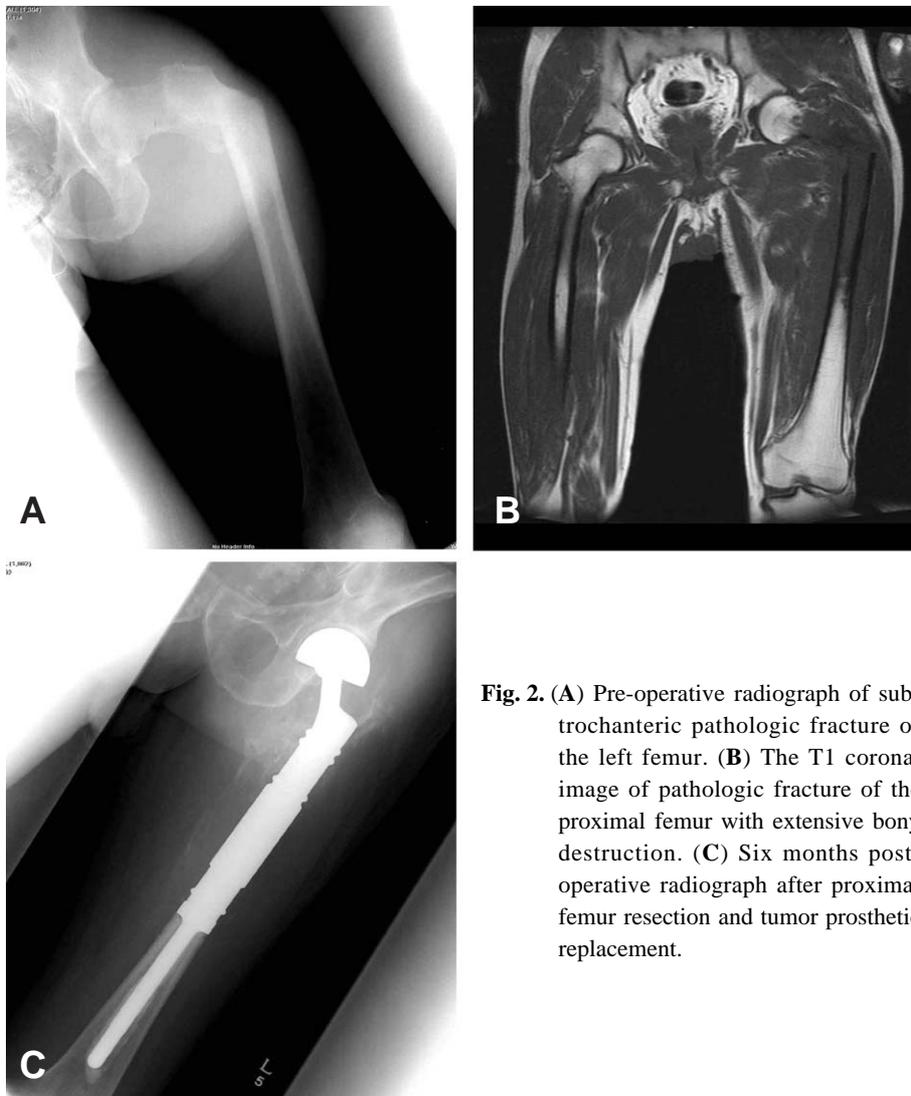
(A) Pre-operative radiograph of subtrochanteric pathologic fracture of the left femur. (B) The T1 coronal image of pathologic fracture of the proximal femur with extensive bony destruction. (C) Six months post-operative radiograph after proximal femur resection and tumor prosthetic replacement.
